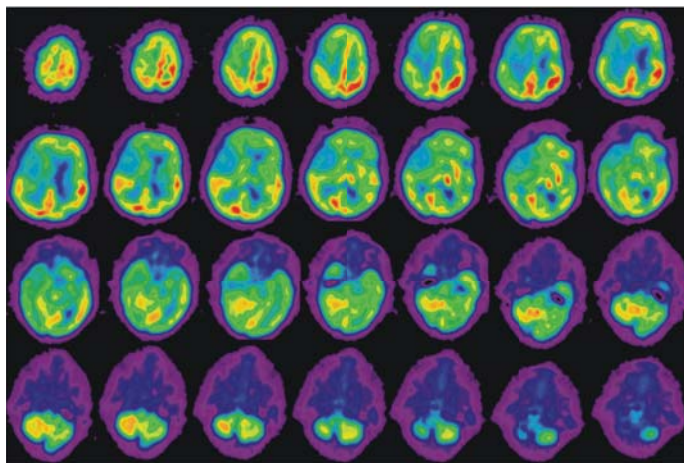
ПЭТ головного мозга.
